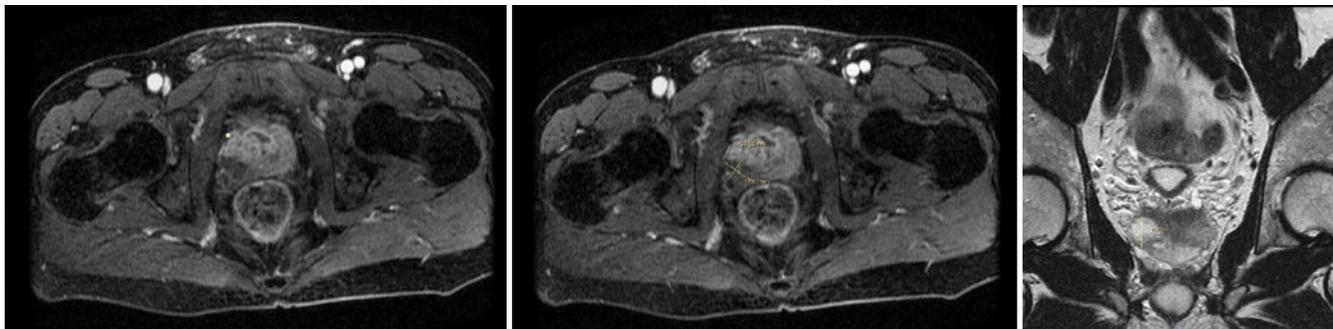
Магнитно-резонансные томограммы. Определяется опухоль, локализованная в переднем секторе периферической зоны правой доли предстательной железы
